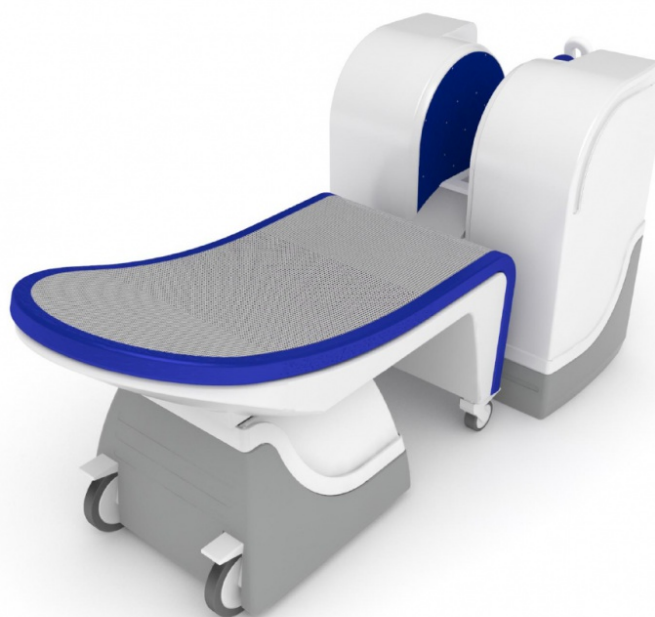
МР-томограф открытого типа для конечностей
